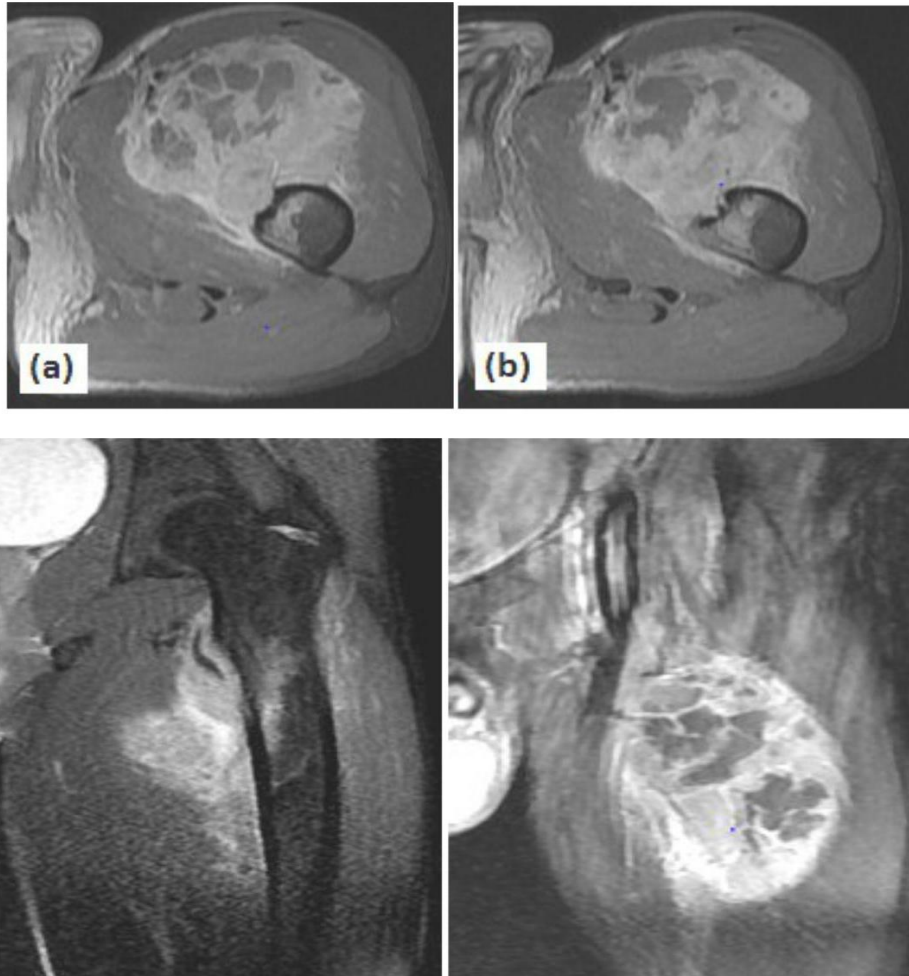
IRM de la cuisse droite en coupes (a) coronale T1, (b) coronale T2 et (c) sagittale T1 C+ et (d) : axiale T2 FS C+
